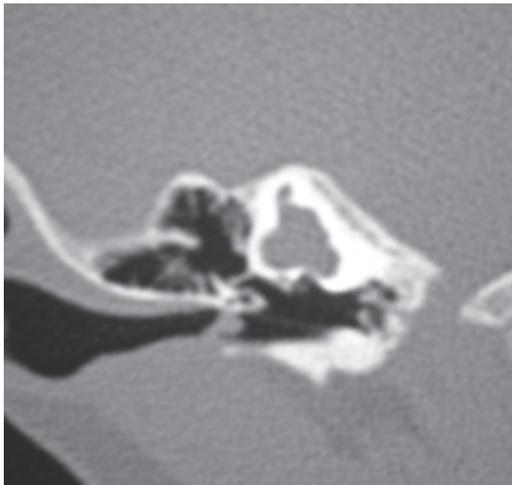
Imagen de TAC corte axial de oído izquierdo
